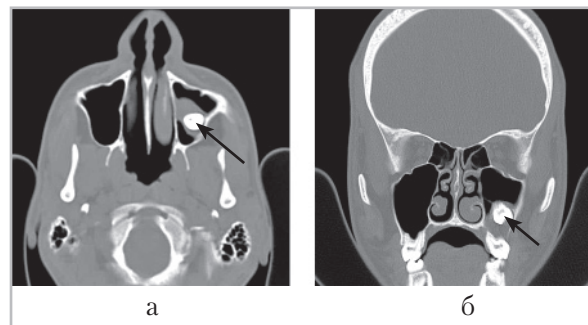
Компьютерные томограммы черепа больного Л., 26 лет (аксиальная (а), фронтальная (б) проекции): в левой гайморовой пазухе визуализируется зачаток 2.8 зуба, окруженный округлым образованием (стрелки)
